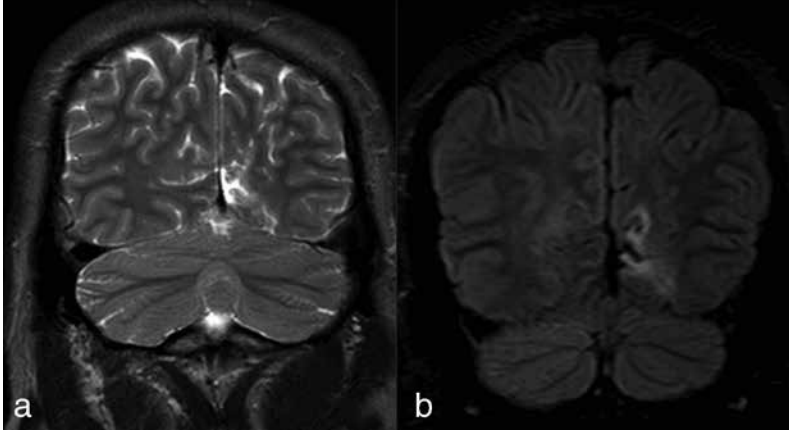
NKHH tipik ve atipik tutulum (a) aksiyel FLAIR ve (b) aksiyel T2 A görüntülerde tipik lokalizasyon olan oksipitalde solda subkortikal T2 hipointensite ve kortikal sinyal artışı ve atipik olarak sol talamusta hiperintensite görülmektedir.
